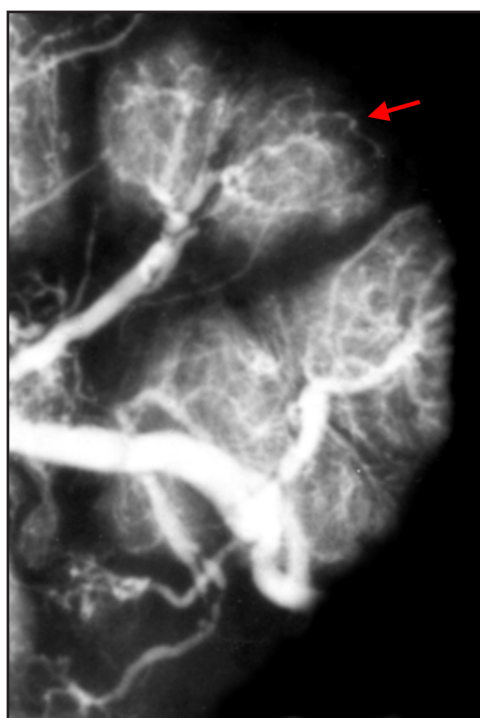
Фрагмент рентгенофлебограммы краевой части плаценты. Котиледоны с хорошо контрастированным кровеносным руслом (стрелка). Женщина с ЦМВ-серонегативной физиологической беременностью. Контрастирование: свинцовый сурик на олифе (1:3).
